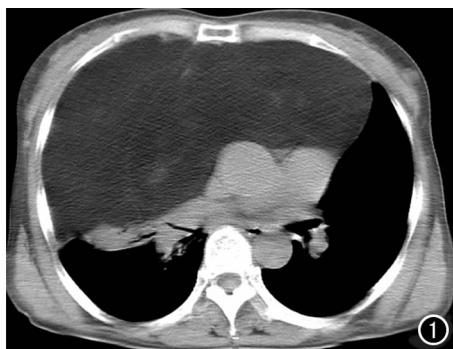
CT平扫示前纵隔及右中纵隔自胸骨柄至心膈角区沙漏形肿块,呈脂肪密度,其中可见絮状略高密度影,其边界清楚,无钙化,可见薄层包膜,右肺中叶、上叶组织受压呈片状高密度影,心脏受压向后、向左移位。
